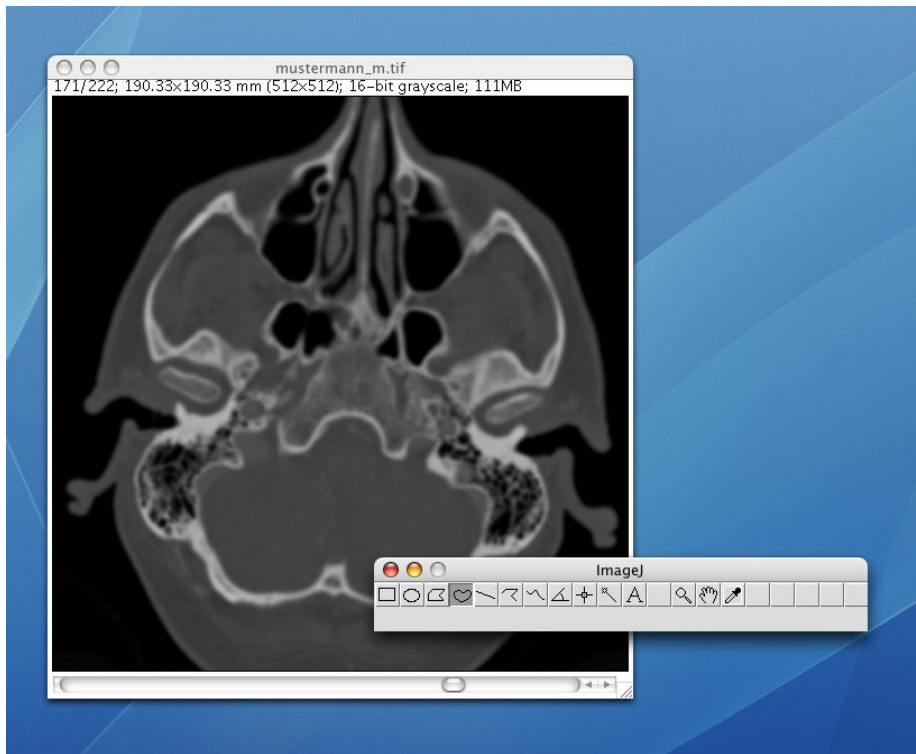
Geöffneter CT-Patientendatensatz mit ImageJ Toolbar.
